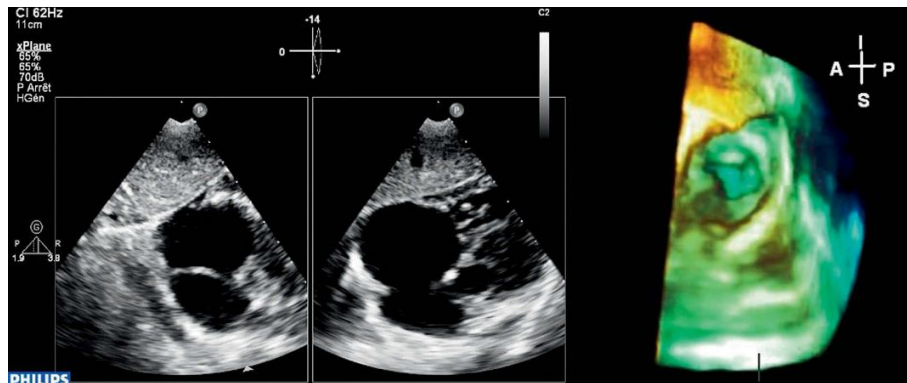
Echocardiographie transthoracique d'une CIA ostium secundum chez un enfant de 6 ans. (26)
